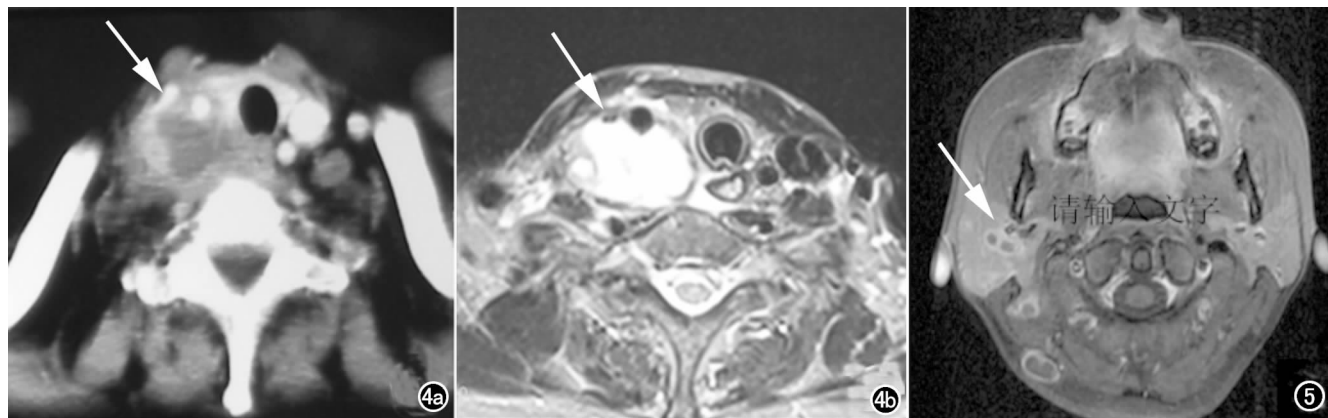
同一时期病灶。a) CT 增强示脓肿外壁与食道周围间隙不清(箭); b) T_2 WI 示脓肿呈分叉状向食道前后灌注(箭)。
